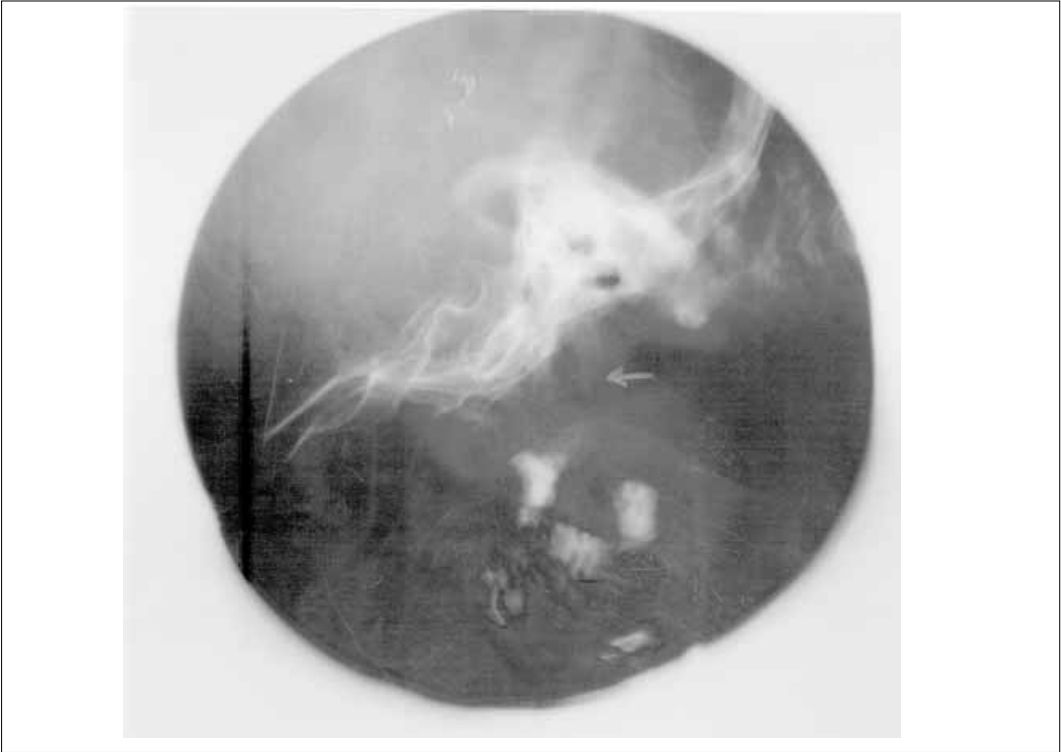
Radiografia de cavum: visualização de adenóides.
